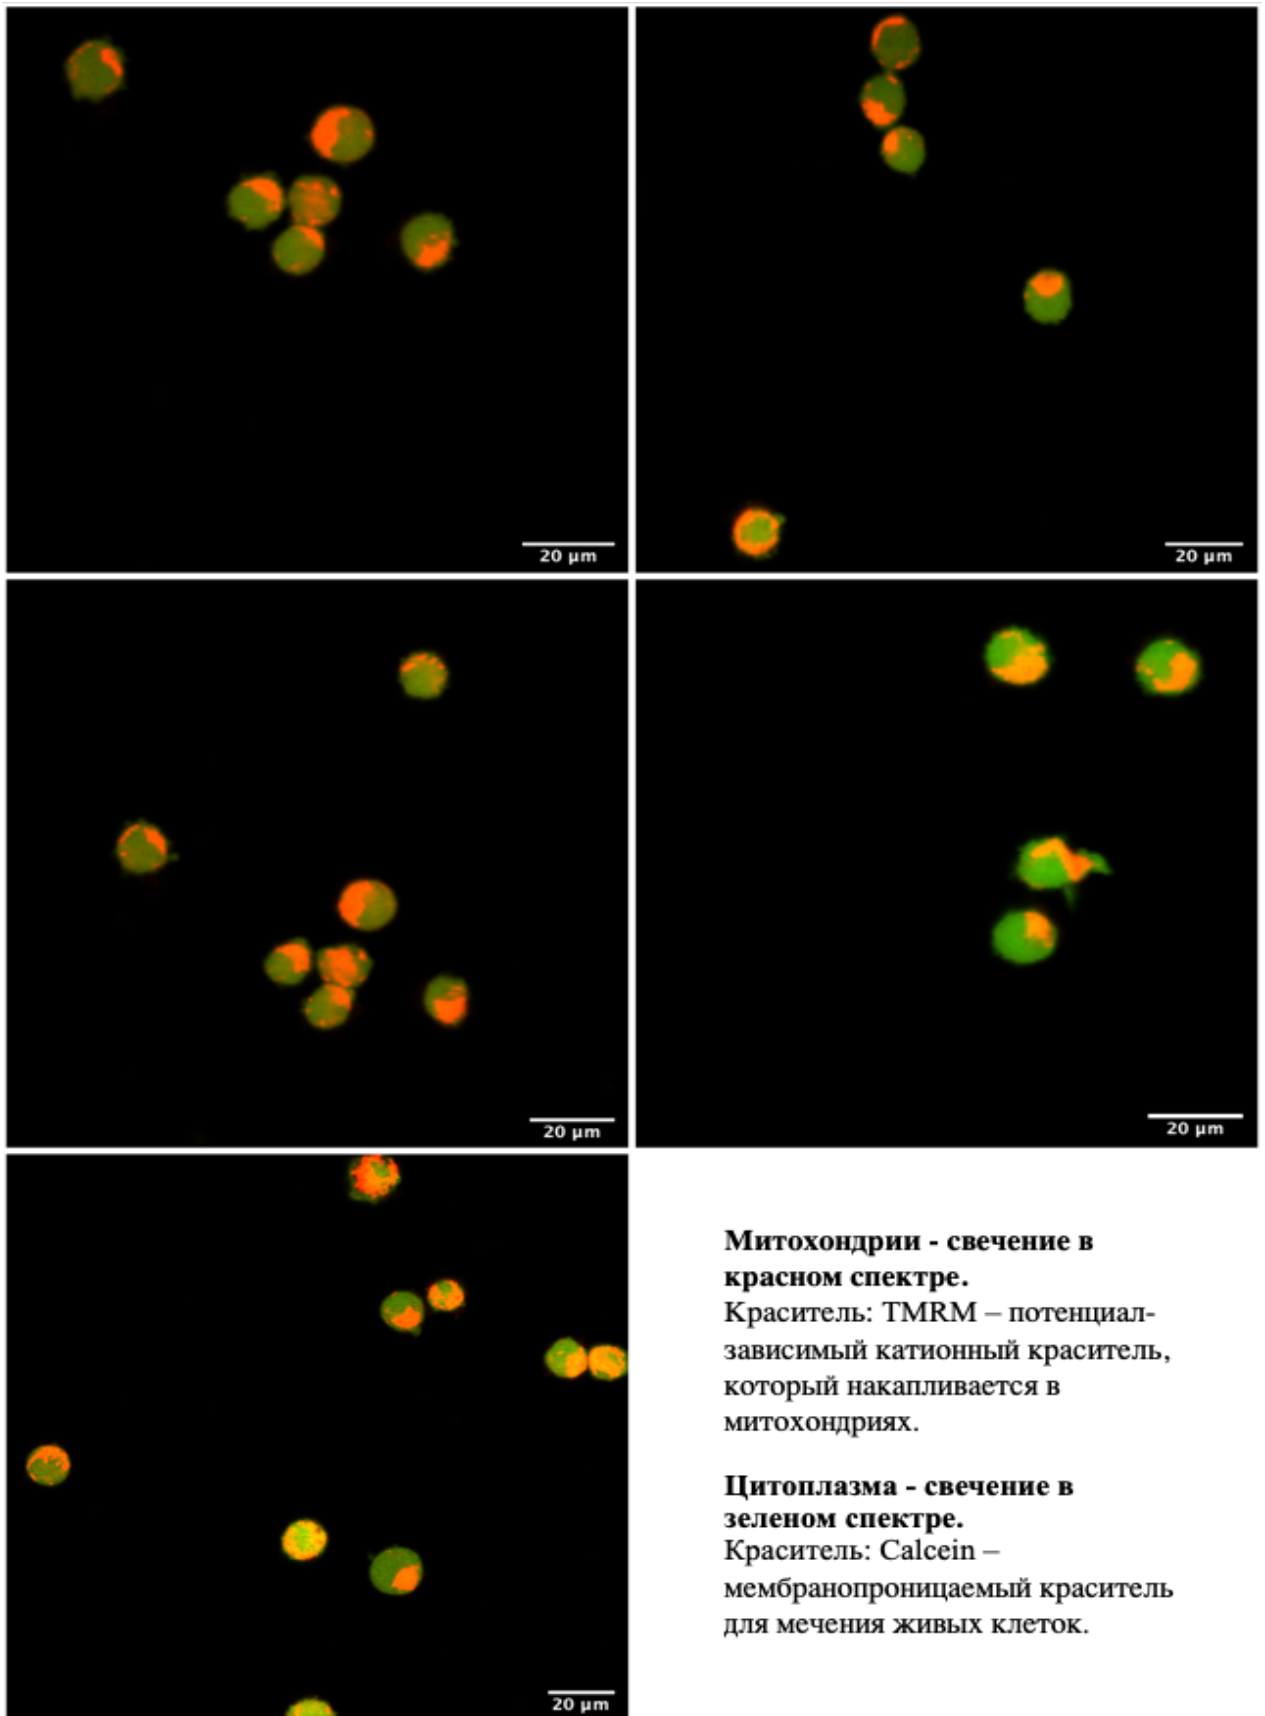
Микрофотографии гибридной линии с высоким суммарным уровнем гетероплазии (TC-HSM1).
